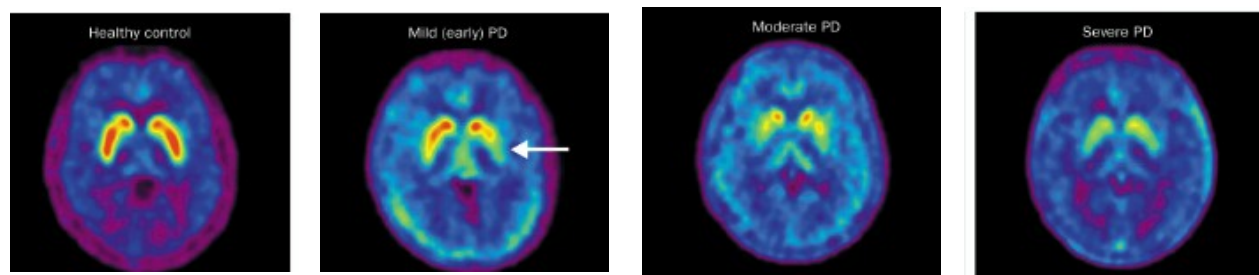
Las imágenes en la parte superior demuestran la comparación con una tomografía por emisión de positrones (PET) mediante el uso de un marcador de dopamina radiactiva (^{18}F -dopa), la pérdida de neuronas dopaminérgicas en la sustancia negra en pacientes con EP en comparación con un control sano.
